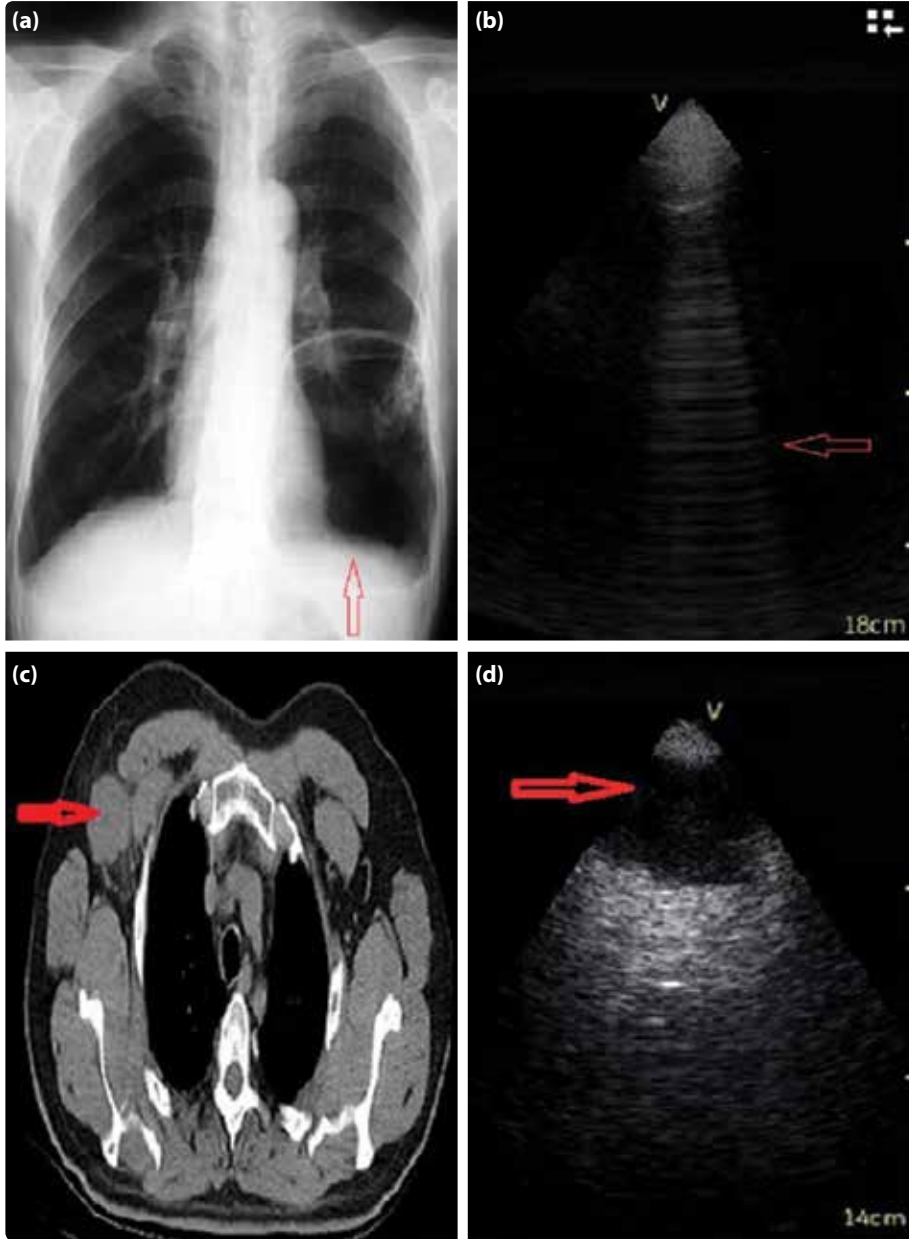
(a) Bilgisayarlı tomografide sağ alt lob'da kitlesi olan olgu. (b) Avuç içi ultrasonografi cihazı ile hipoekoik görünümde kitle lezyonunun görüntüsü. (c) Ön-arka akciğer grafide sol alt zonda pnömonik konsolidasyonu olan olgu. (d) Avuç içi ultrasonografi cihazı ile konsolidasyon ve hava-bronkogramlarının görüntüsü. (Akciğer parankimi içerisinde hava-bronkogramları dallanan hiperekojen çizgiler şeklinde izleniyor). Renkli şekiller derginin online sayısında görülebilir (www.keahdergi.com).
